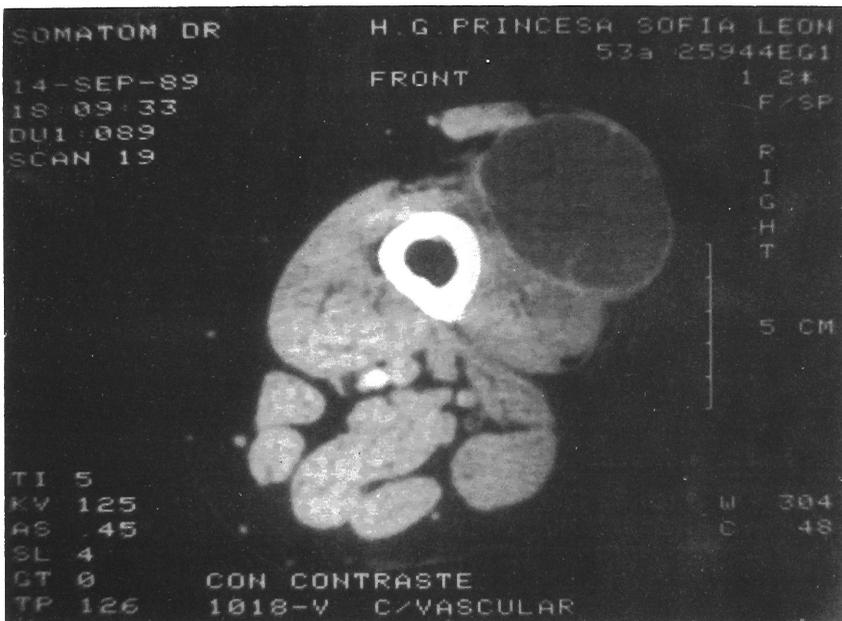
TAC a nivel de muslo donde se objetiva la tumoración y una gruesa vena superficial a la misma.
